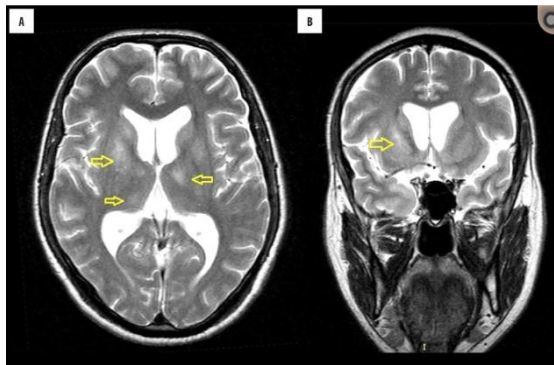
T2-взвешенное изображение МРТ демонстрирует двустороннее гиперинтенсивное поражение внутри лентикулярного ядра, внутренней капсулы и таламуса (стрелки)*
